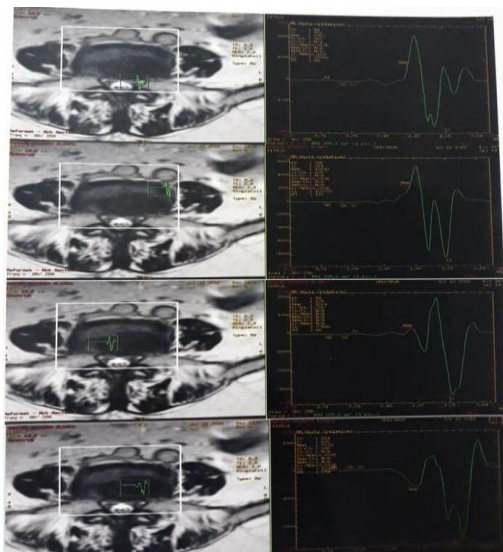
Resonancia Magnética Nuclear de Columna Lumbosacra
